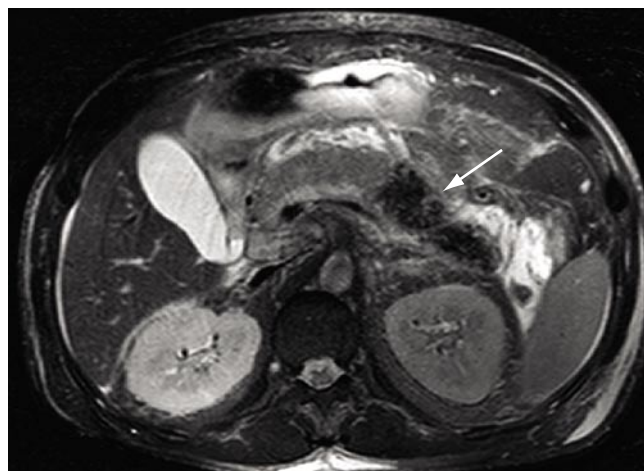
МРТ T2 SPIR ВИ. В хвосте поджелудочной железы определяется зона гипоинтенсивного МР – сигнала (стрелка) соответствующая секвестру поджелудочной железы
